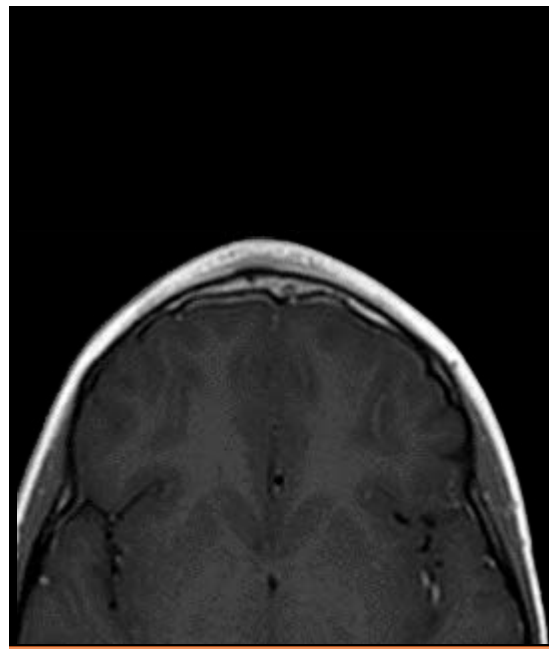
RM craneal T1 (corte axial): realce dural.
